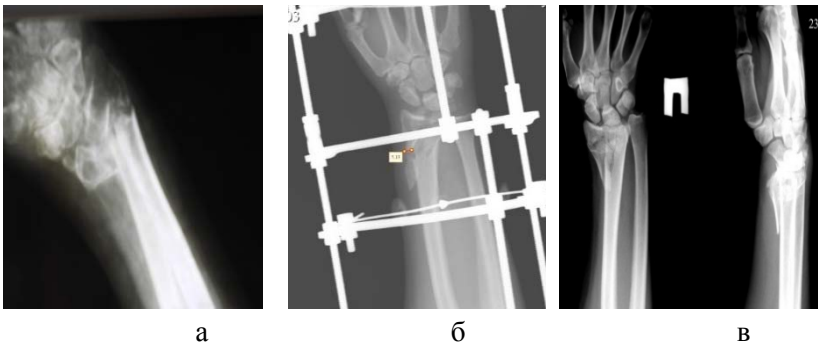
Рентгенограммы пациента К. до лечения (а), после остеосинтеза АНФ (б), через 6 месяцев после операции (в)
